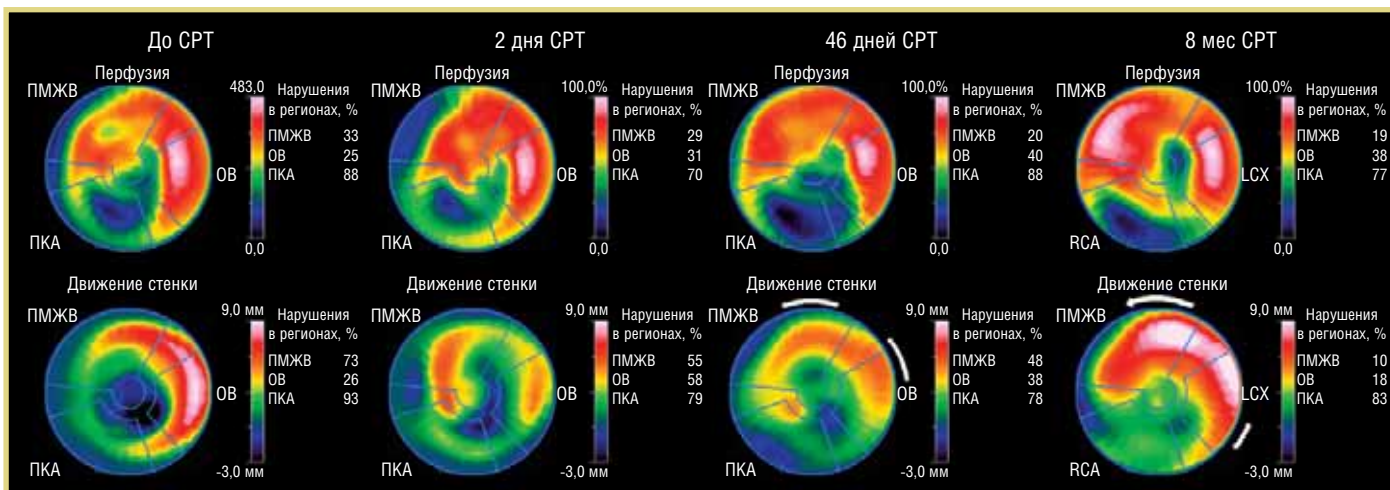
Последовательность региональных изменений перфузии и функции миокарда у больной ИБС после начала СРТ (последовательность восстановления указана белыми стрелками, идущими от области позиционирования левожелудочкового электрода).
